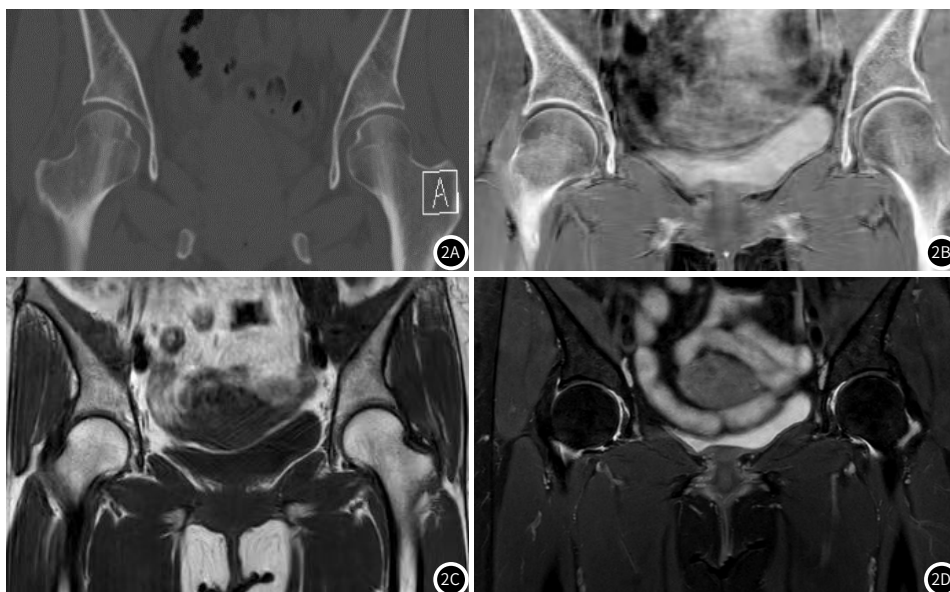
~图2D 1例OA患者(1级)CT、FRACTURE、T1WI表现。OA患者(1级), 女性, 54岁。CT平扫(2A)及FRACTURE像(2B)上显示左髋关节似见少许骨赘, T1WI、T2WI(2C~2D)上未见明显异常。
